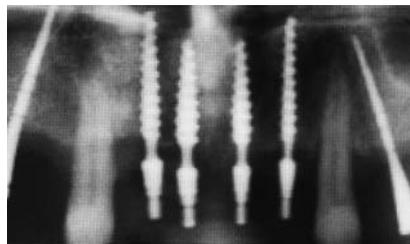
Übermodellationsansicht zehn Monate nach Insertion und Zementierung. – Abb. 14: Röntgenbild zu Abb. 13.
